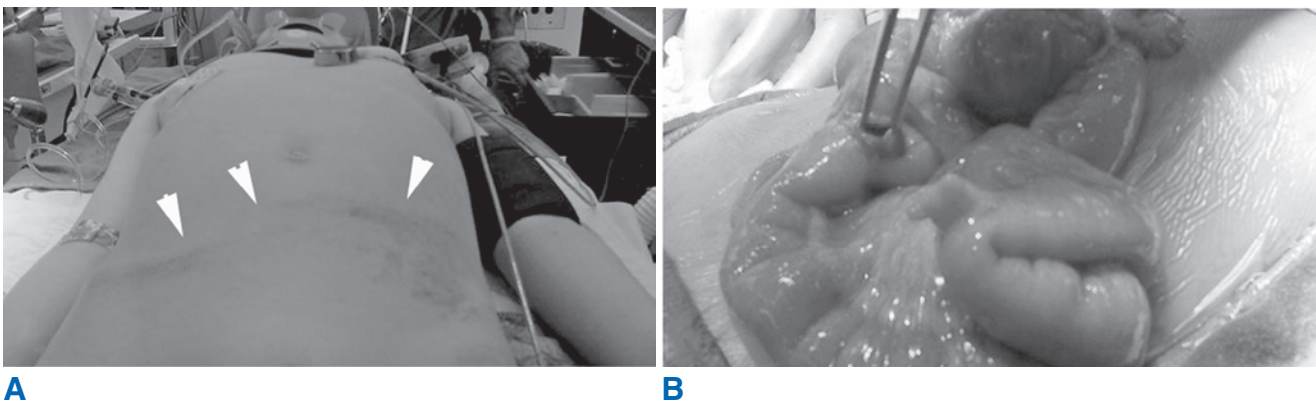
Tomografía computarizada de abdomen en un paciente que sufrió lesión por el cinturón de seguridad. A. Obsérvese la equimosis en el abdomen en el sitio que corresponde al cinturón de seguridad. B. En la laparotomía se identificó una perforación de intestino delgado.
